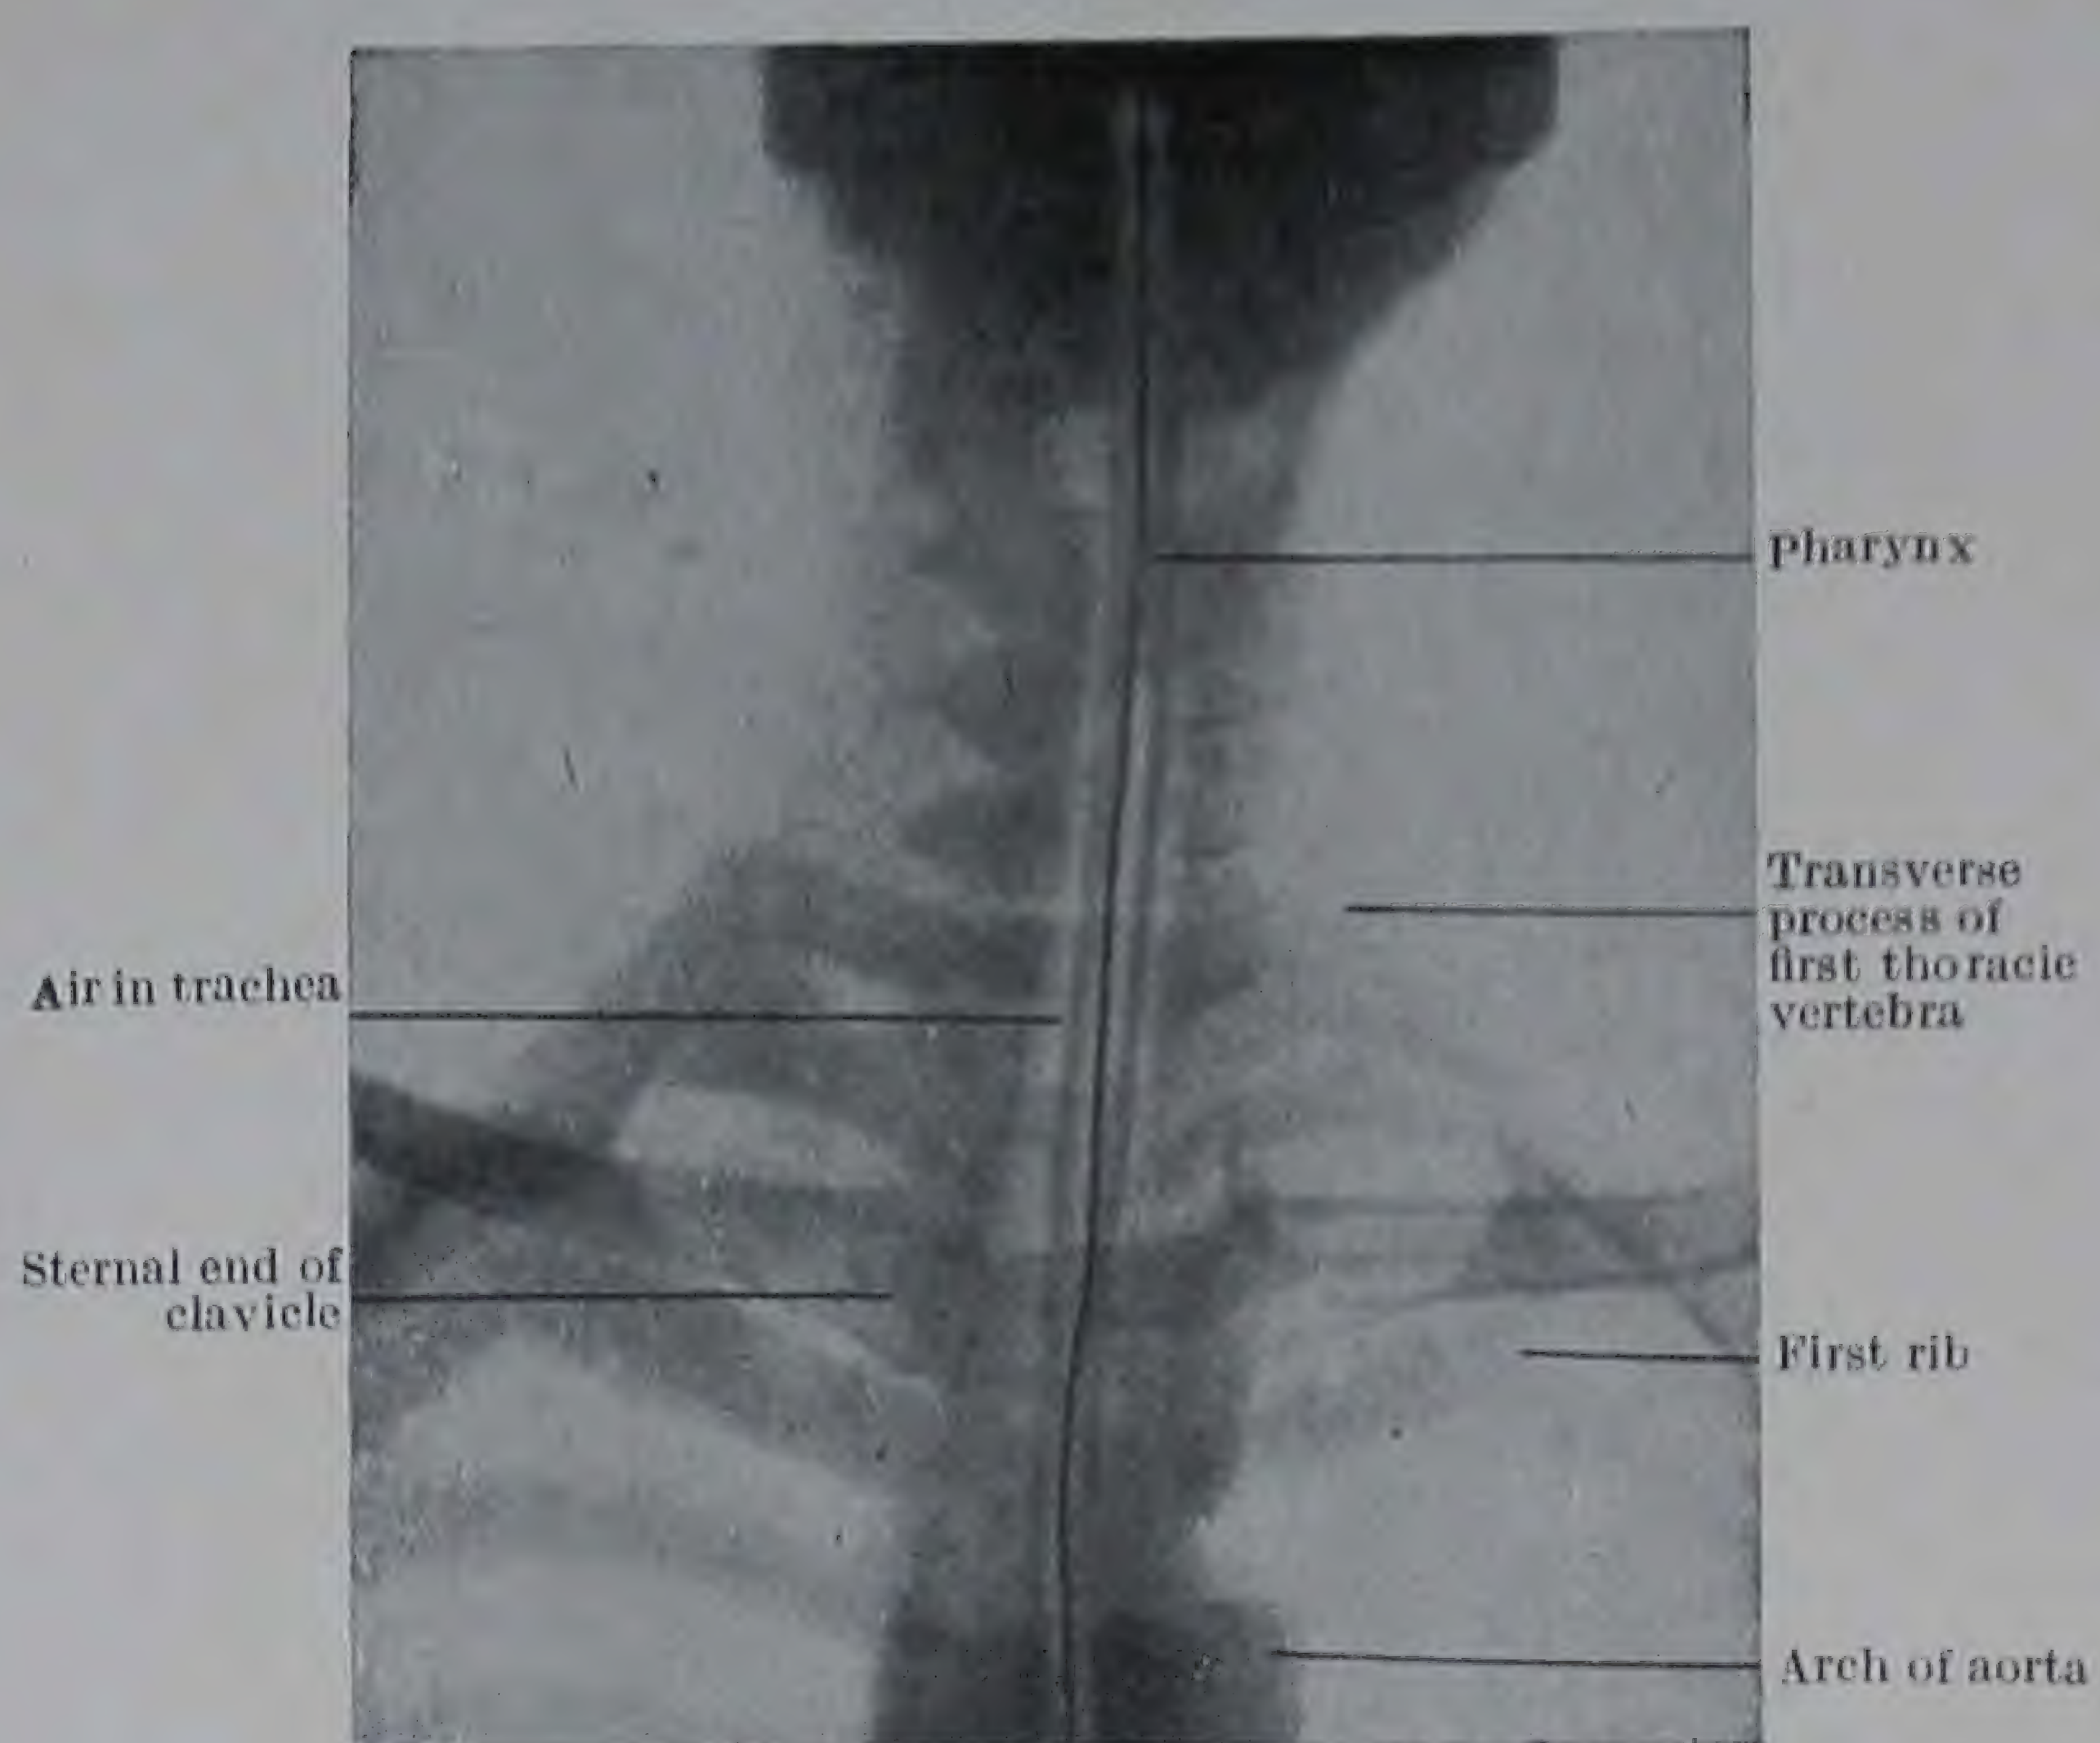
Radiograph, of Neck, anterior view, showing the position of the œsophagus in which a bougie with a metal core had been inserted. (Gouldesbrough.)
